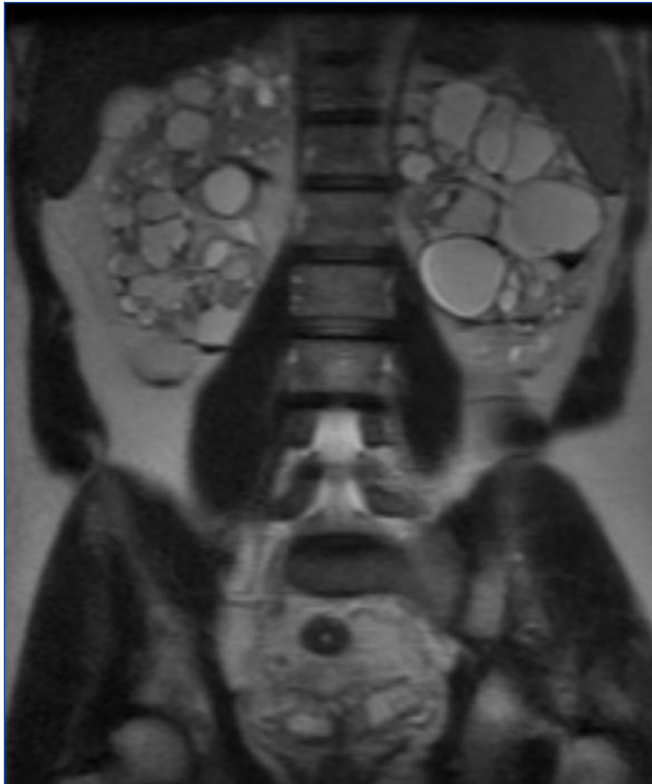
Resonancia magnética del Caso 6 mostrando numerosos quistes renales con signos de sangrado intraquístico y niveles líquido-líquido.
